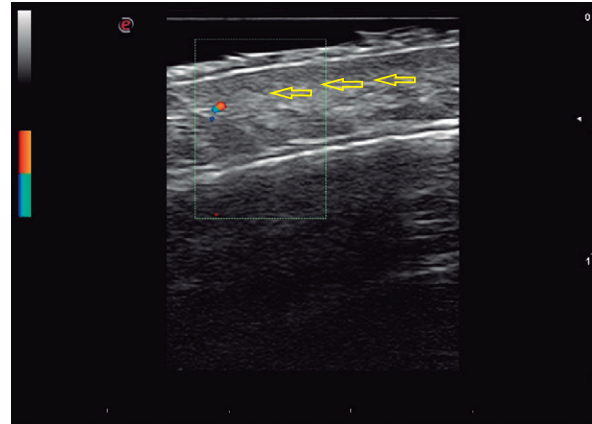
Imágenes foliculares normales (flechas amarillas) como líneas finas hipoeoicas cruzando oblicuamente la dermis, sin signos de edema ni señal Doppler intradérmica. Imagen con transductor lineal de 22 MHz, modos B y *power* Doppler.
